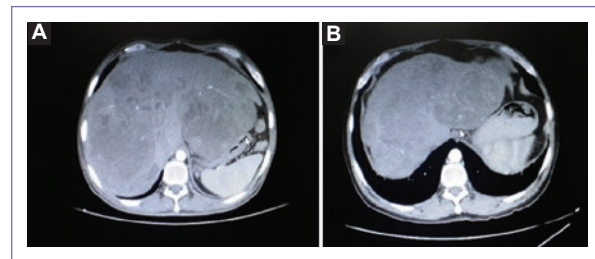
A: se evidencia tomografía basal de abdomen con contraste evidenciándose múltiples metástasis hepáticas. B: tomografía de abdomen evaluada 13 meses después de iniciado el tratamiento. Se cataloga como enfermedad estable.
